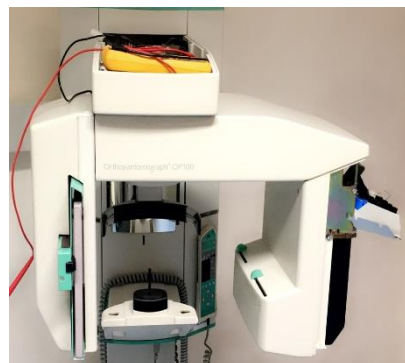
Ortopantomógrafo analógico OP 100.
